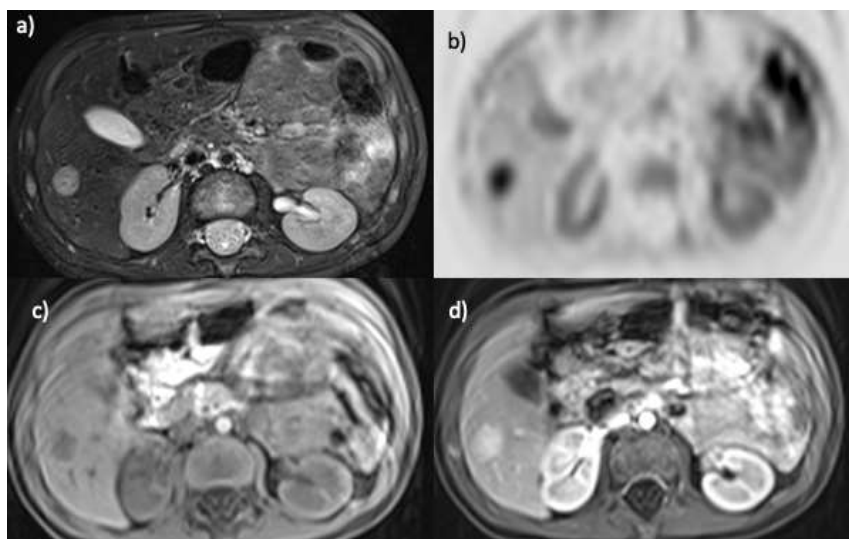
Пациент, 1 год, нейробластома с метастатическим поражением печени. МРТ в аксиальной проекции с динамическим контрастным усилением: а) T2ВИ; б) ДВИ с фактором взвешенности 800; в) T1vibe до введения контрастного препарата; д) T1vibe венозная фаза. В S6 правой доли печени визуализируется гиперинтенсивное на T2ВИ образование. На ДВИ с фактором взвешенности 800 отмечается гиперинтенсивный сигнал. На T1ВИ очаг имеет гипоинтенсивный сигнал. При динамическом контрастном усилении очаг интенсивно накапливает контрастный препарат в венозную фазу.
